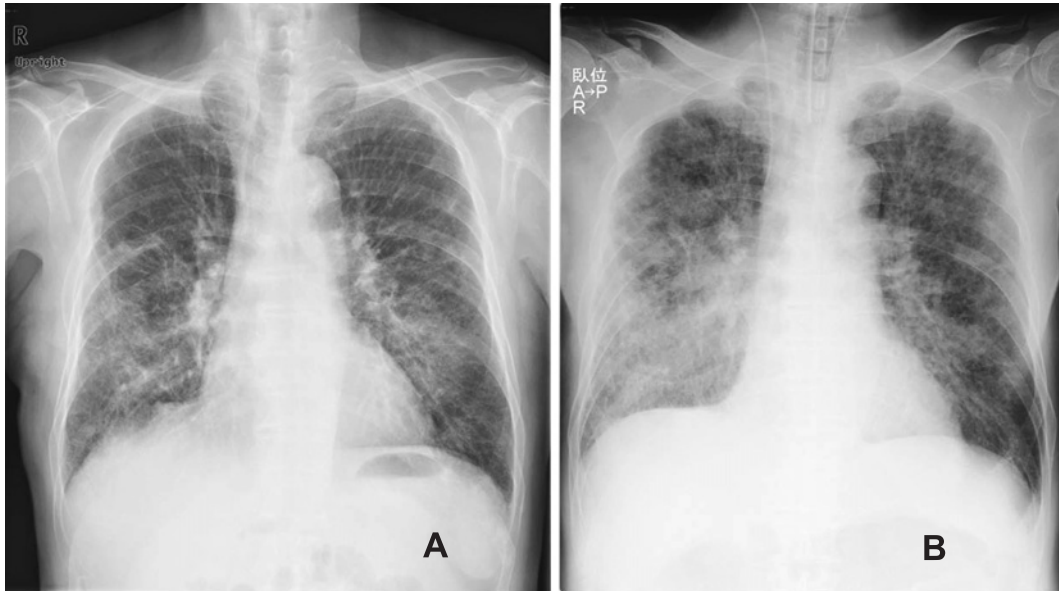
A: Chest X-ray on admission. B: Chest X-ray after tracheal intubation. Infiltration is evident in the right and left lower lung field.
